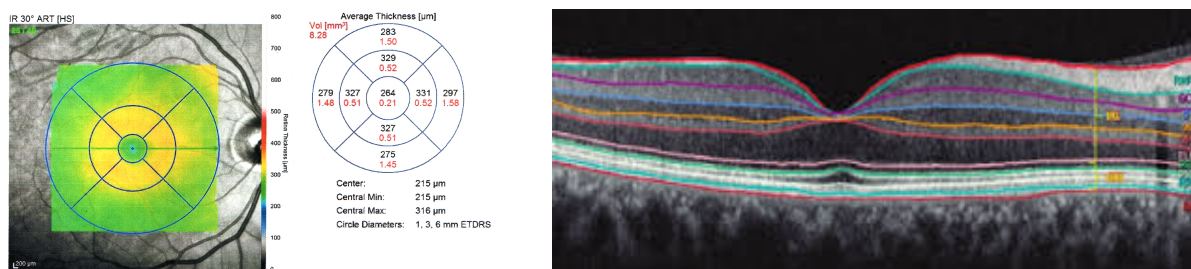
Tomografía de coherencia óptica de mácula.
